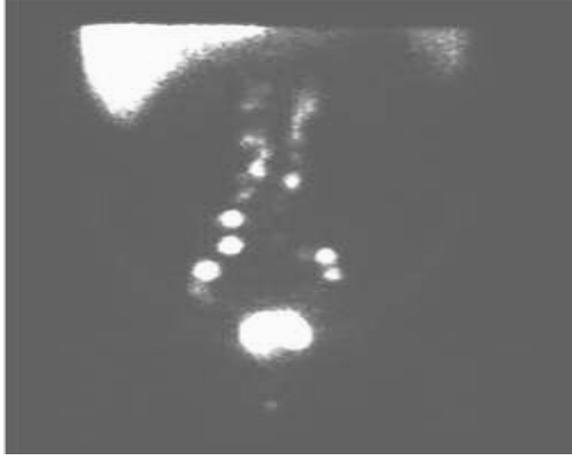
Lymphoscintigraphie (vue antérieure).
